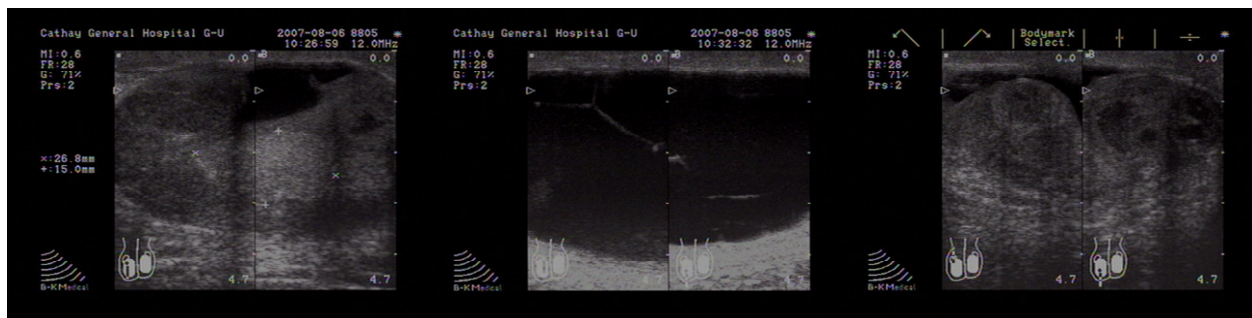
睪丸超音波呈現不均勻實質，多發性囊腫。
